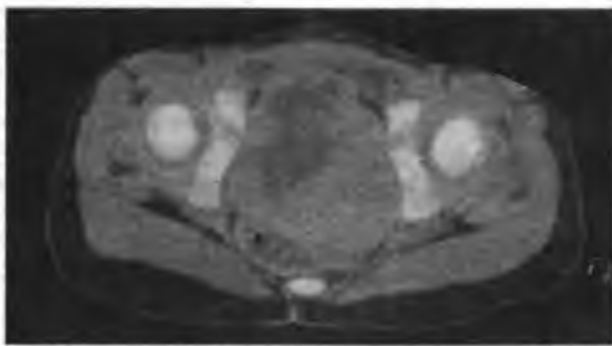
Компьютерная томограмма таза ребенка с эмбриональной рабдомиосаркомой мочевого пузыря (горизонтальный срез)
